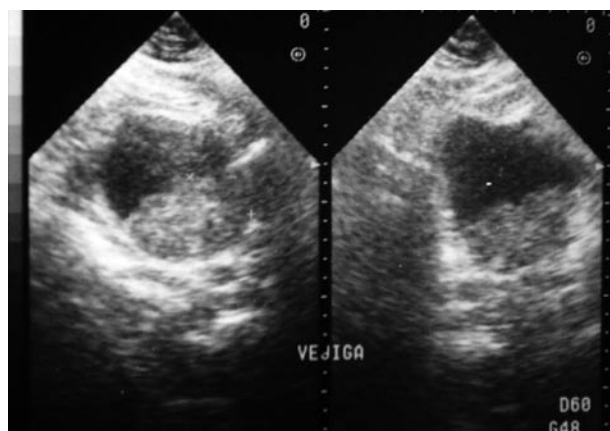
Ecografía que muestra masa vesical de gran tamaño.
